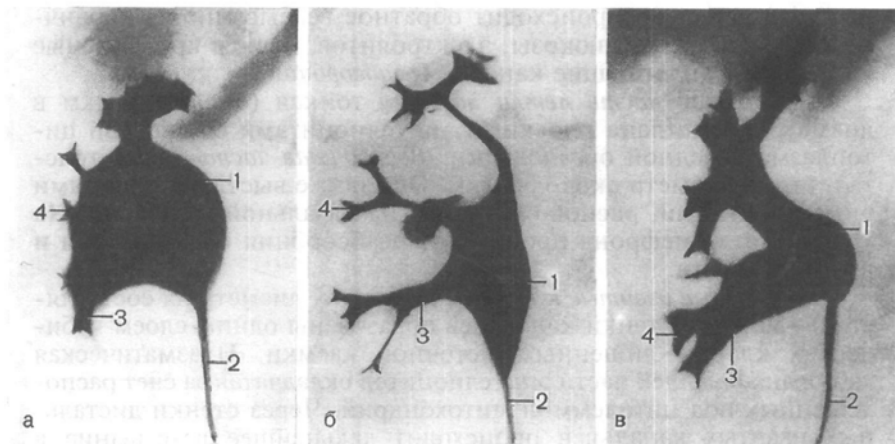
Формы почечной лоханки и почечных чашек. Рентгенограммы. а — ампулярная; б — древовидная; в — смешанная; 1 — почечная лоханка; 2 — мочеточник; 3 — большая почечная чашка; 4 — малая почечная чашка.
